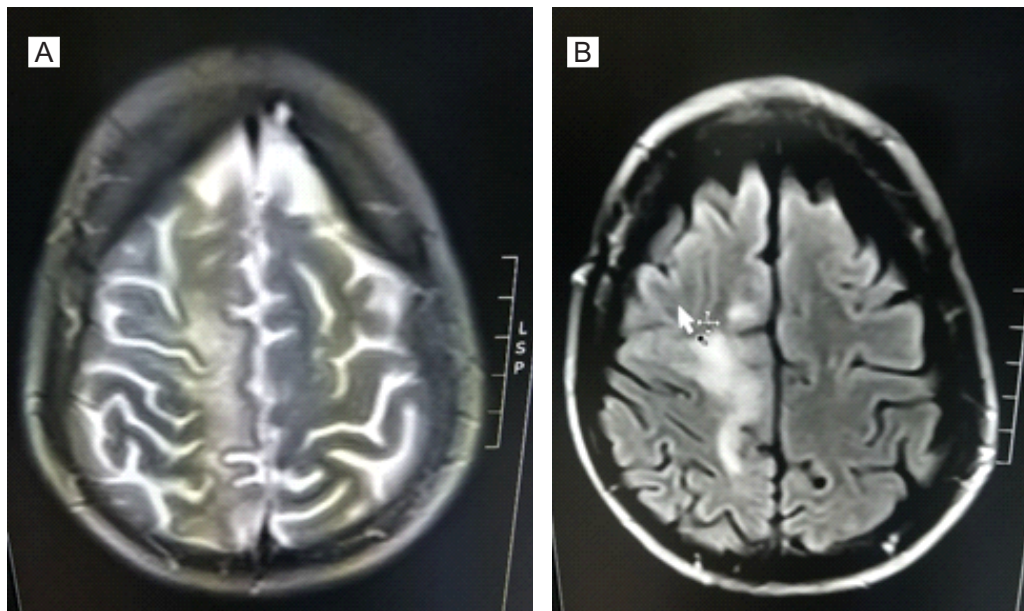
Imagen de resonancia magnética encefálica realizada a la paciente. Se evidencian Cambios con aumento de señal sin efecto de masa, parasagital derecho, frontoparietal, caracterizados por alta señal en secuencia T2 y FLAIR con restricción heterogénea a la difusión y señal alta en el mapa ADC. Sin evidencias de alteraciones llamativas en secuencias angiográficas TOF. A) Secuencia T2. B) Secuencia FLAIR.
